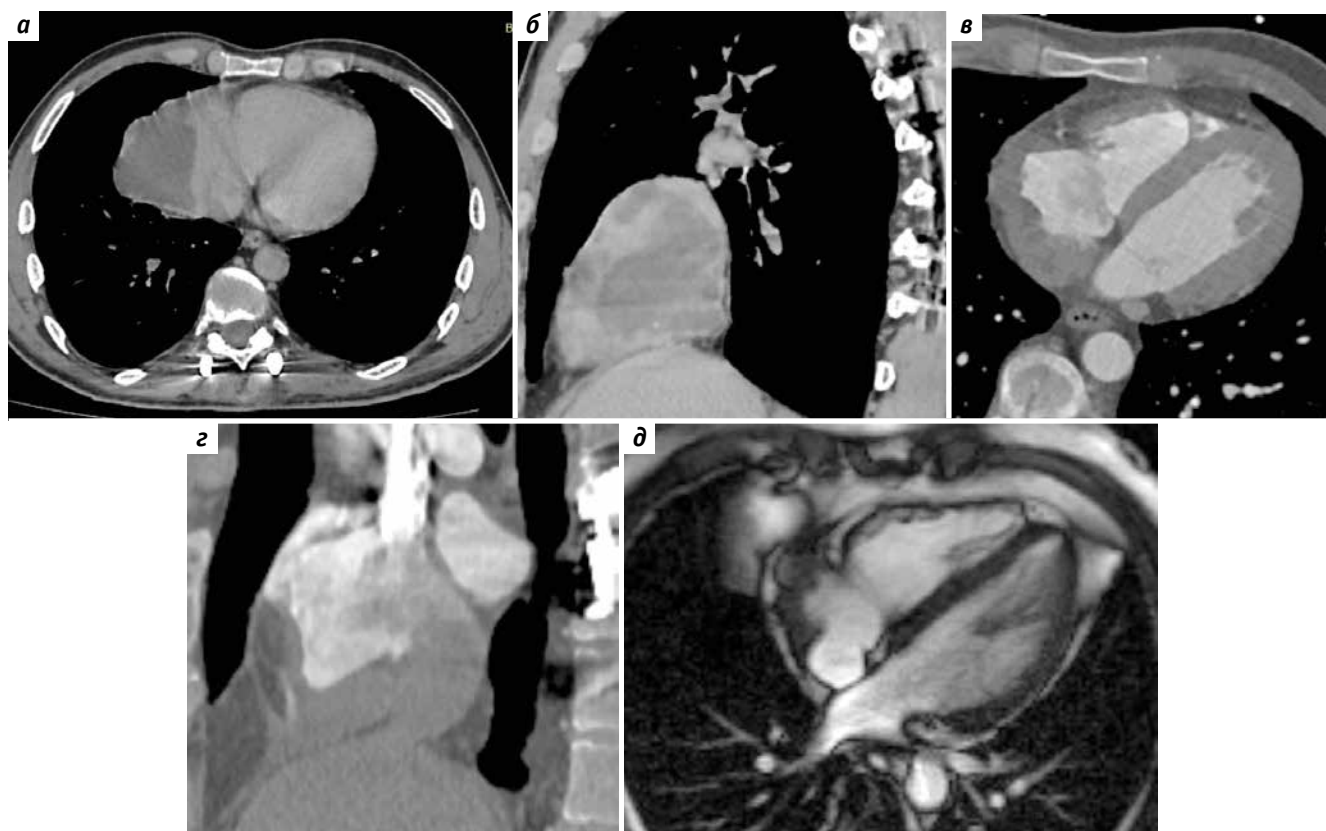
Контрольные исследования: мультиспиральная компьютерная томография – ангиография (МСКТ-ангиография) сердца до лекарственного лечения – аксиальная плоскость (а), сагиттальная реконструкция (б); МСКТ-ангиография сердца после лекарственного лечения (в), аксиальная плоскость, сагиттальная реконструкция (г); магнитно-резонансная томография сердца в кино-режиме, четырехкамерная плоскость среза (д)
